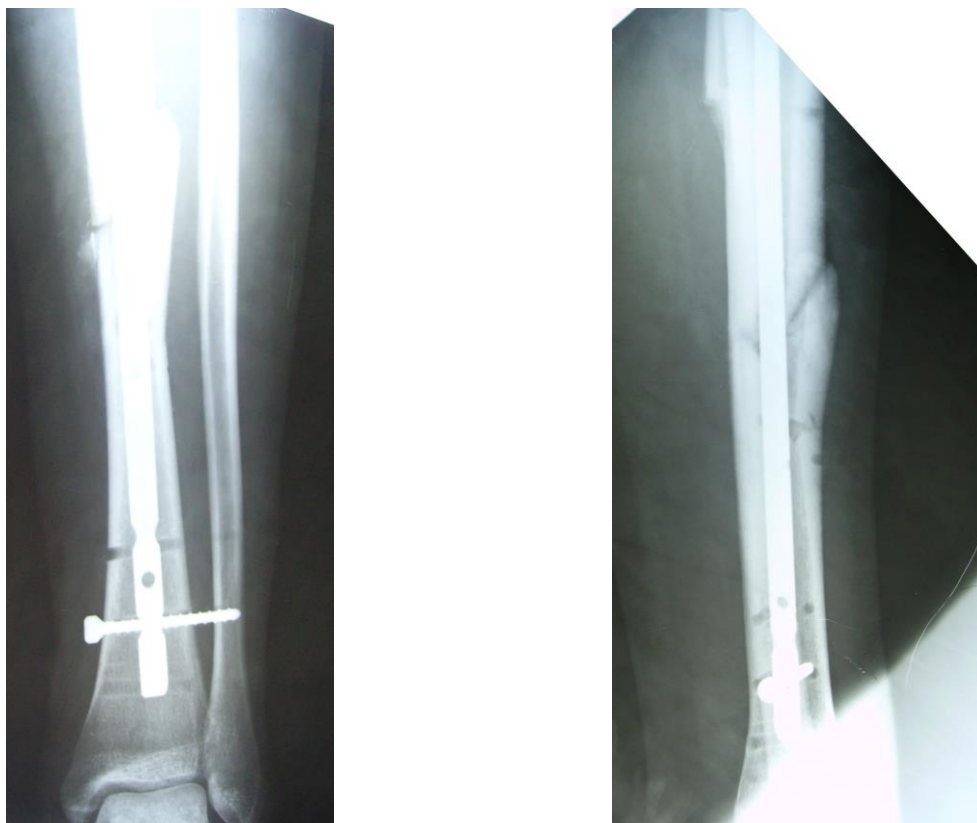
Фотовідбиток рентгенограми хворого М.
